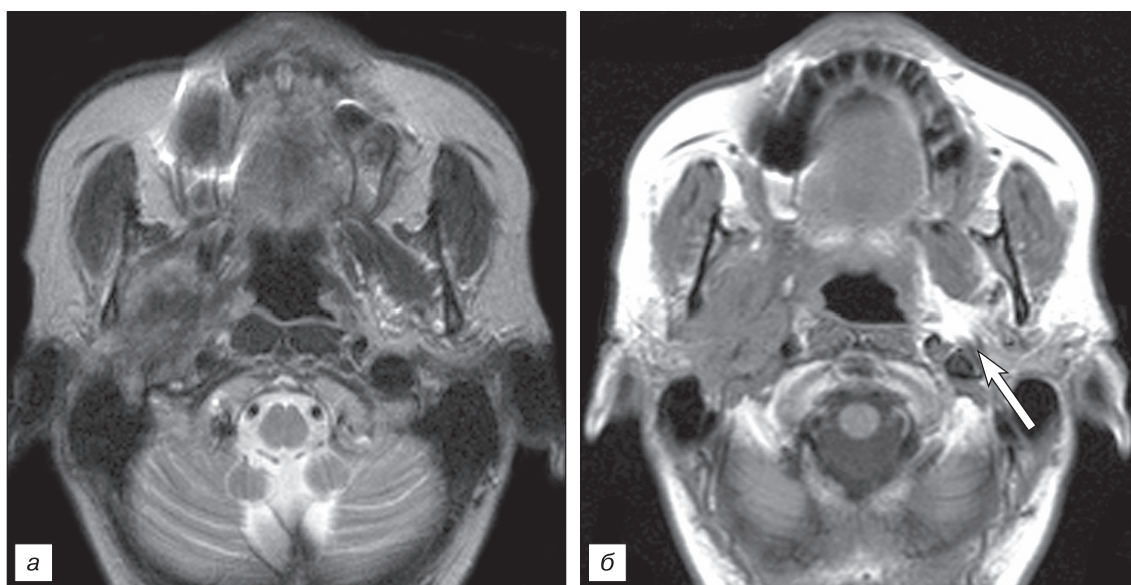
Магнитно-резонансная томография без контрастного усиления у больной Р., 53 года. Диагноз: аденокистозный рак глоточного отростка правой околоушной слюнной железы.
